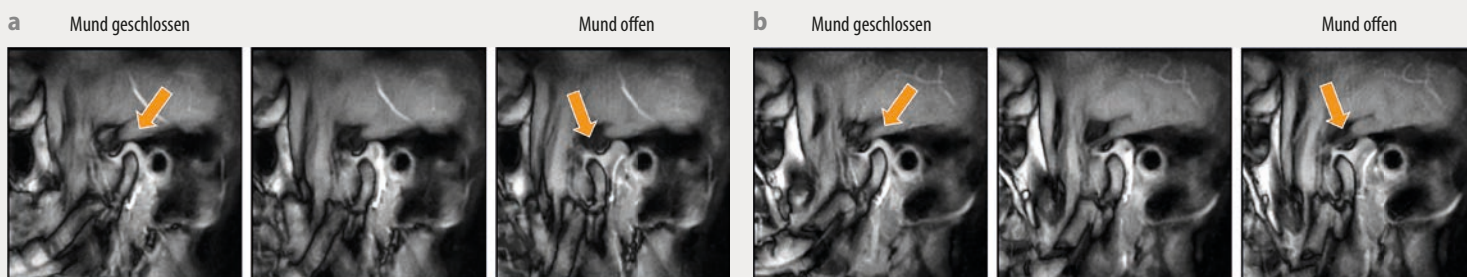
Die gleichzeitige Echtzeit-MRT des rechten (a) und linken Kiefergelenks (b) bildet das Öffnen des Mundes (von links nach rechts) mit einer zeitlichen Auflösung von 2×50 ms ab. Die ausgewählten Einzelbilder zeigen insbesondere die Bewegung der Knorpelscheibe oberhalb der Gelenke (helle Struktur oberhalb des Kieferknochens, Pfeile).
